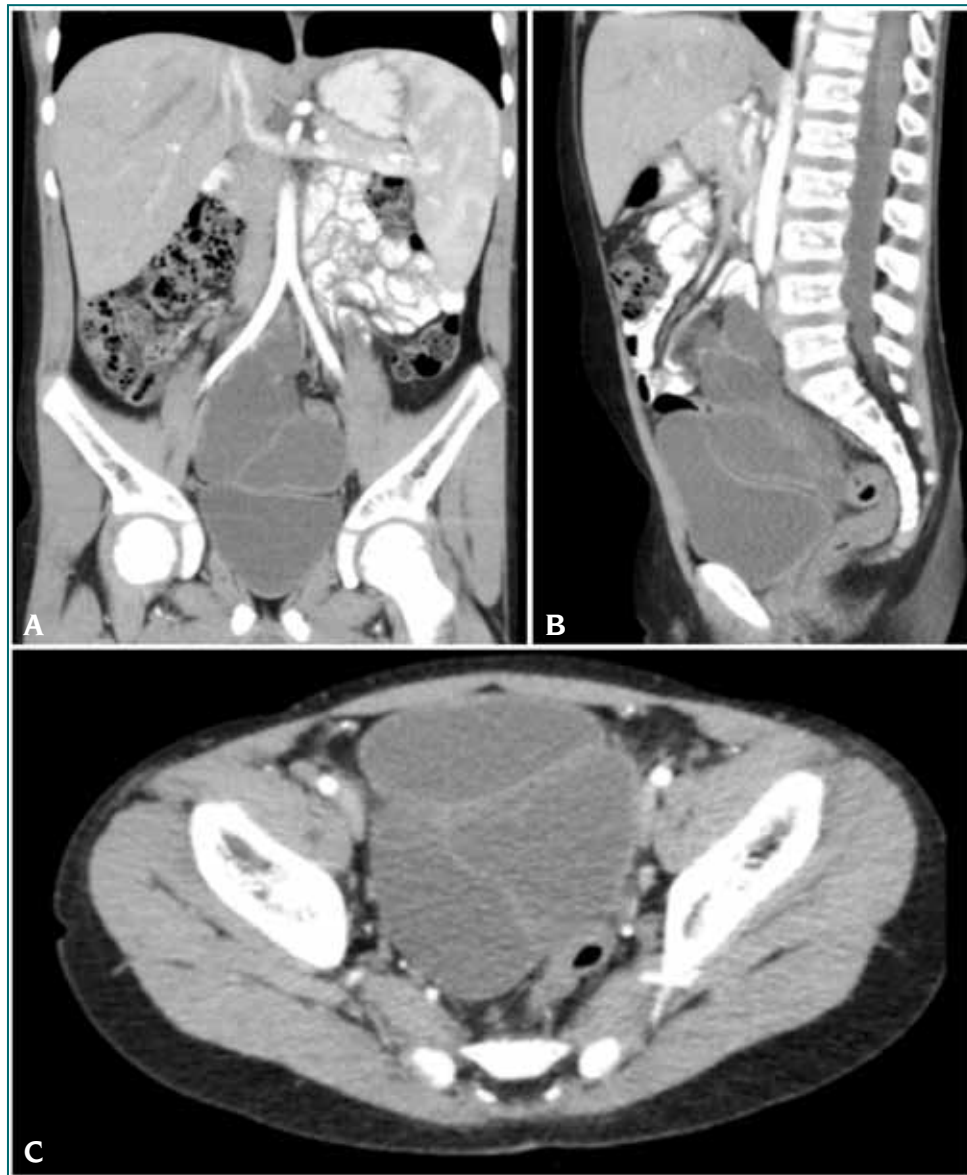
Tomografía computada, se observa lesión hipodensa multiquística con finos septos que realzan con contraste endovenoso. La misma se ubica en región abdominopelviana, en contacto con la columna vertebral, por encima y por detrás de la vejiga. A. corte coronal, B. corte sagital, C. corte axial.
